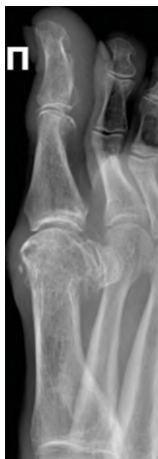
Рентгенограмма I–II пальцев правой стопы. Боковая проекция
